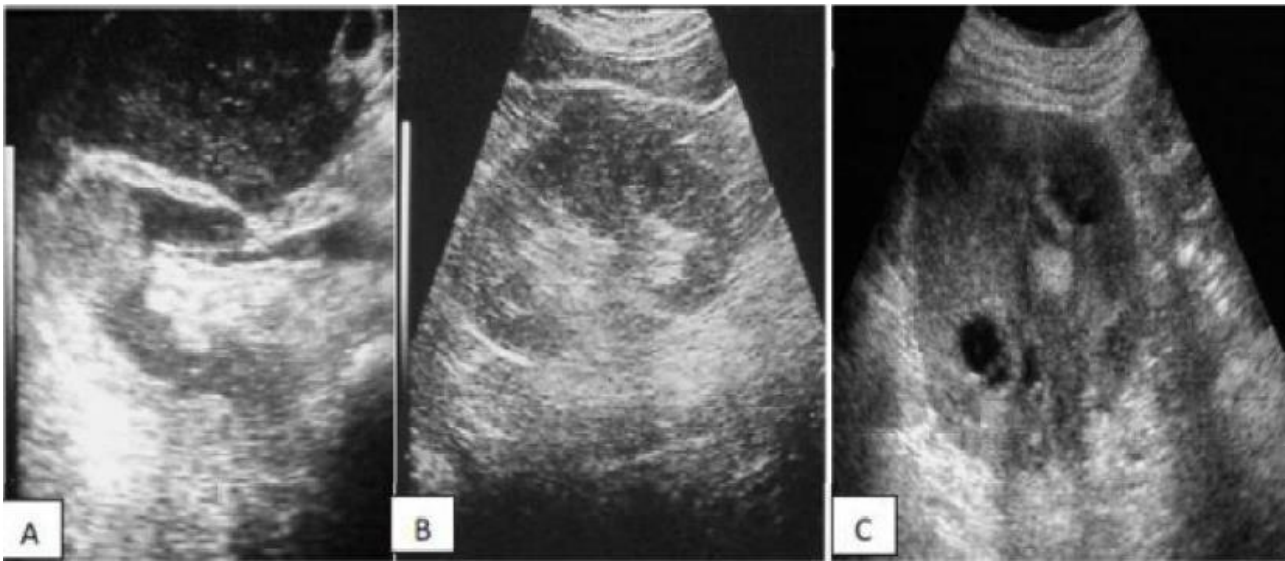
Aspect échographique d'un CCR (A : hyperechogene; B: hypoechogene; C: isoechogene) [92].
